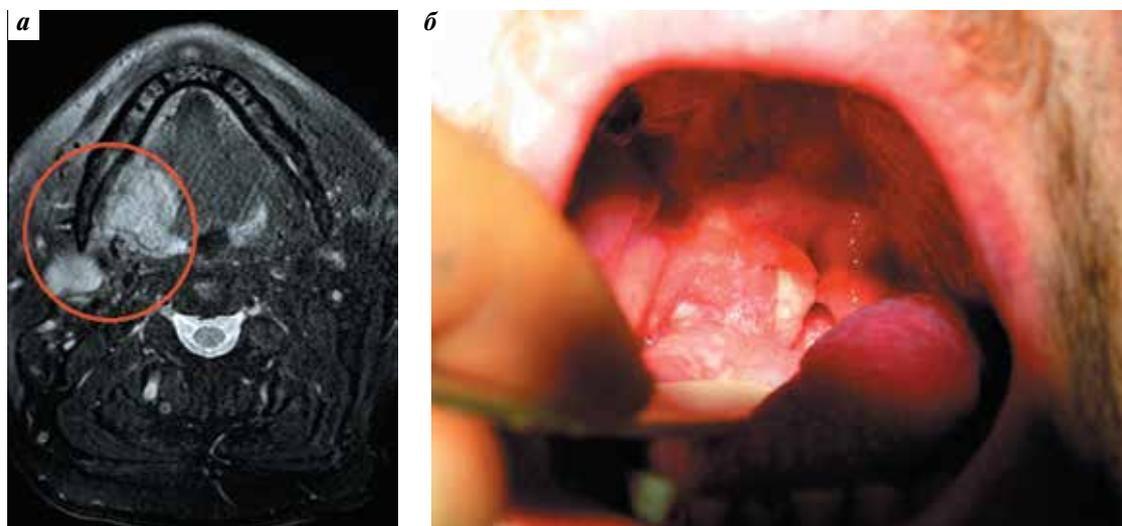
Пациент К. с плоскоклеточным раком ротоглотки (сТ3N2bM0). Распространение опухолевого процесса до начала лечения: а – клиническая картина; б – магнитно-резонансная томография, горизонтальная проекция
